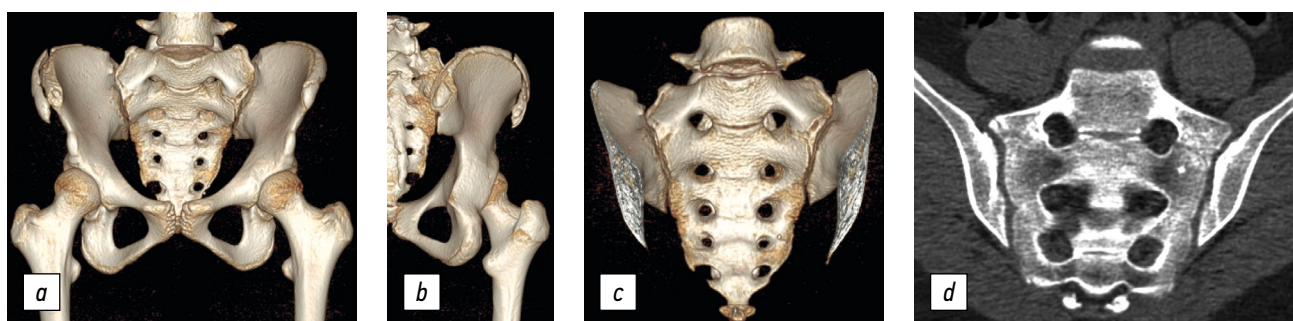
3D-реконструкция (а, b, c) и результат (d) компьютерной томографии нижнего поясничного отдела позвоночника, костей таза, тазобедренных суставов 13-летней пациентки. Отрывной перелом гребня правой подвздошной кости (а, b). Переходный пояснично-крестцовый позвонок, тип II, подтип «b» (а, c, d).
